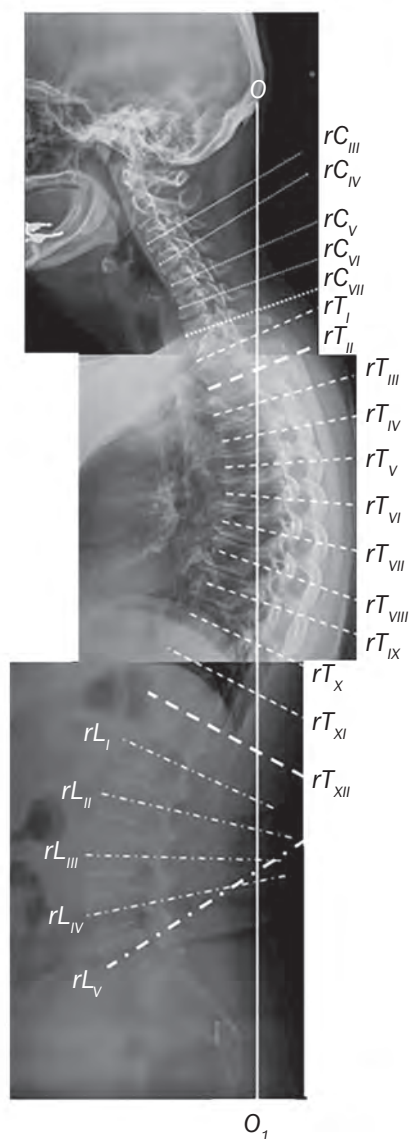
Объединенная рентгенограмма всего позвоночника пациентки У., 52 года.
